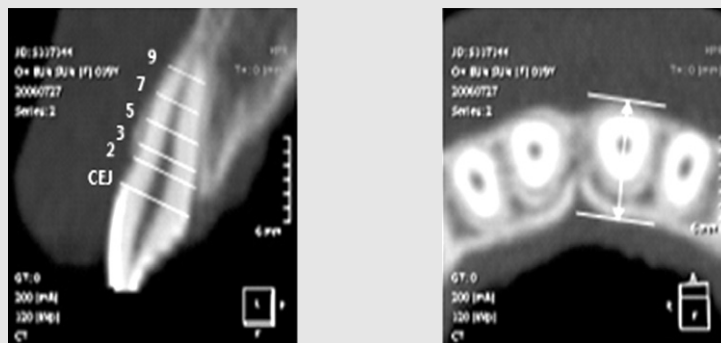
Radiographic landmarks for measurement
